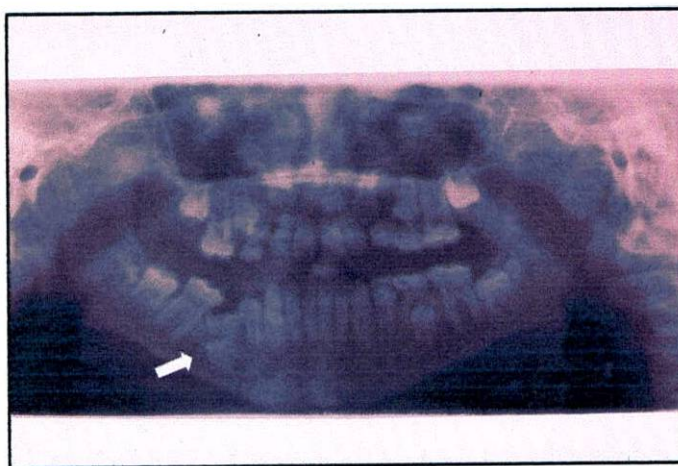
Obsérvese Radiografía panorámica. Año 2003
